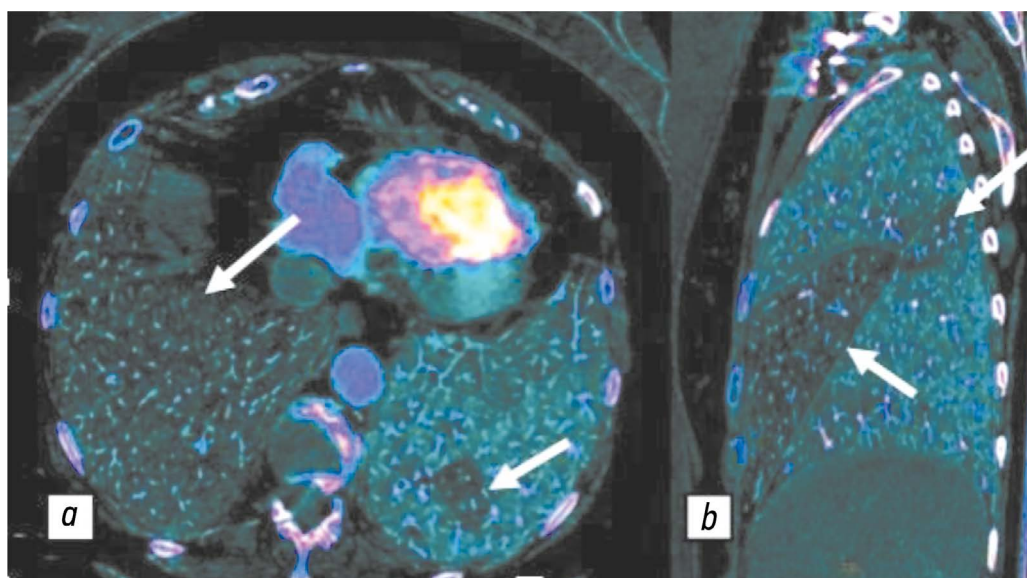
Цветные йодные карты перфузии, полученные с помощью двухэнергетической компьютерно-томографической ангиопульмонографии: *a* — дефекты перфузии нижней доли справа, локальный дефект перфузии нижней доли слева (белые стрелки); *b* — дефект перфузии средней доли, участок гипоперфузии S2 и S6 (белые стрелки).
